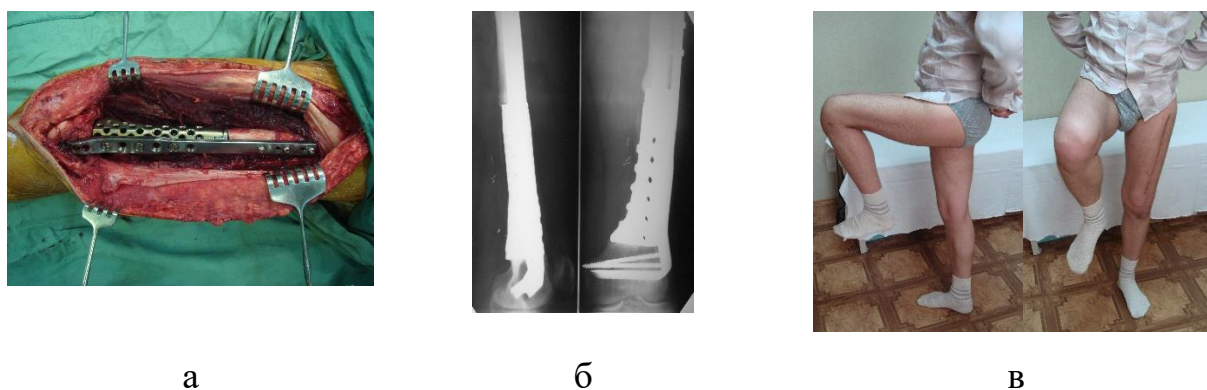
Фотовідбитки рентгенограми лівого стегна з колінним суглобом у 2х проєкціях після оперативного втручання (а), операційної рани з встановленим металевим імплантатом у стегнову кістку (б), та зовнішнього виду пацієнта Є., 29 р. (№ історії хвороби 73219) через рік після лікування.
